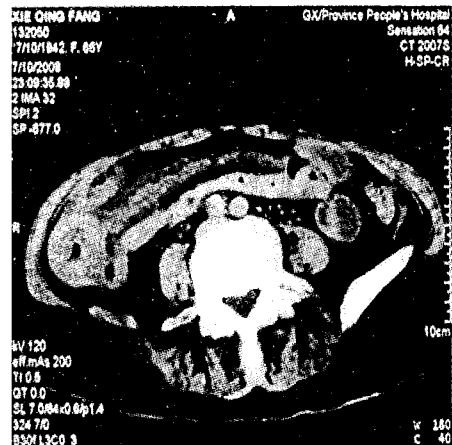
治疗前腹部 CT 平扫:升结肠肠壁及肠系膜广泛增厚,肠腔狭窄。
